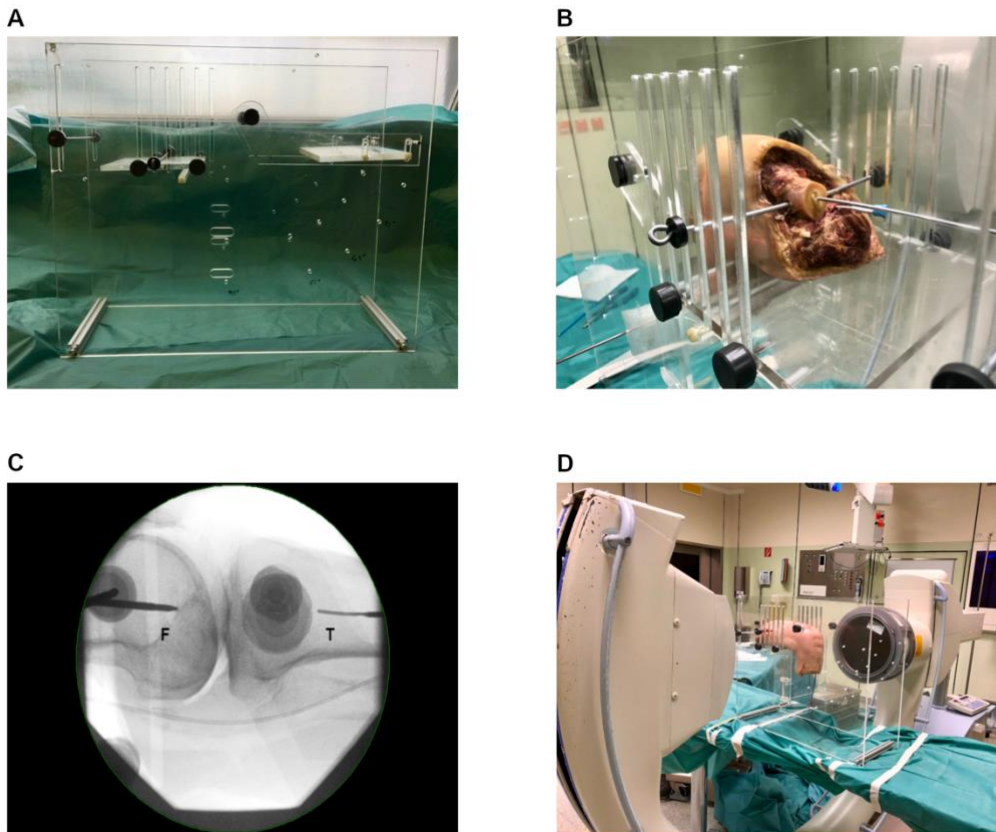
Darstellung des Versuchsaufbaus. (A) Haltevorrichtung für Kniepräparate, angefertigt durch die Zentrale wissenschaftliche Werkstatt der Universitätsmedizin Köln. (B) Einspannen des Kniepräparats in die Haltevorrichtung und Fixierung mittels Drähten. (C) Anfertigung eines Röntgenbildes zur Lagekontrolle. Es stellen sich Femur (F) und Tibia (T) dar, eingespannt in der Haltevorrichtung. (D) Anordnung im OP-Saal. Auf dem OP-Tisch befindet sich das Kniepräparat eingespannt in der Haltevorrichtung. Das CT-Gerät steht in Position.
